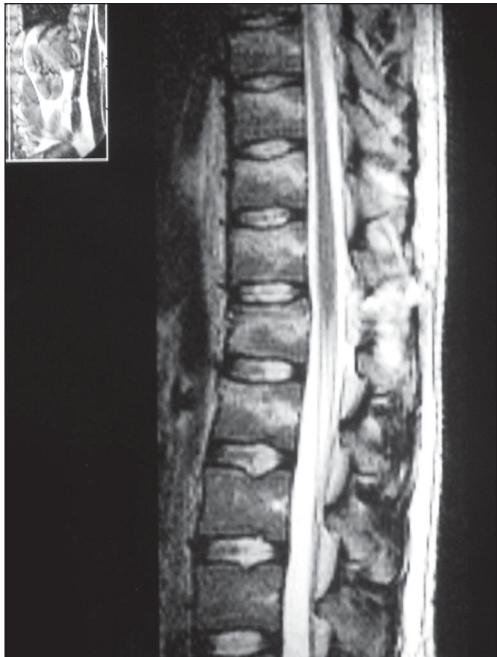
Resonancia magnética T2 sagital.
